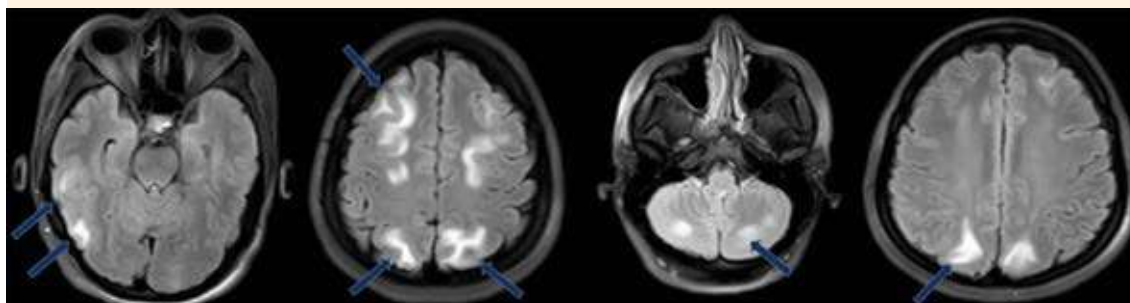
En la secuencia de inversión recuperación (FLAIR) se observan múltiples áreas hiperintensas (flecha azul) en las regiones parietales, occipitales, frontales y cerebelosas sugerentes de síndrome de encefalopatía posterior reversible.
